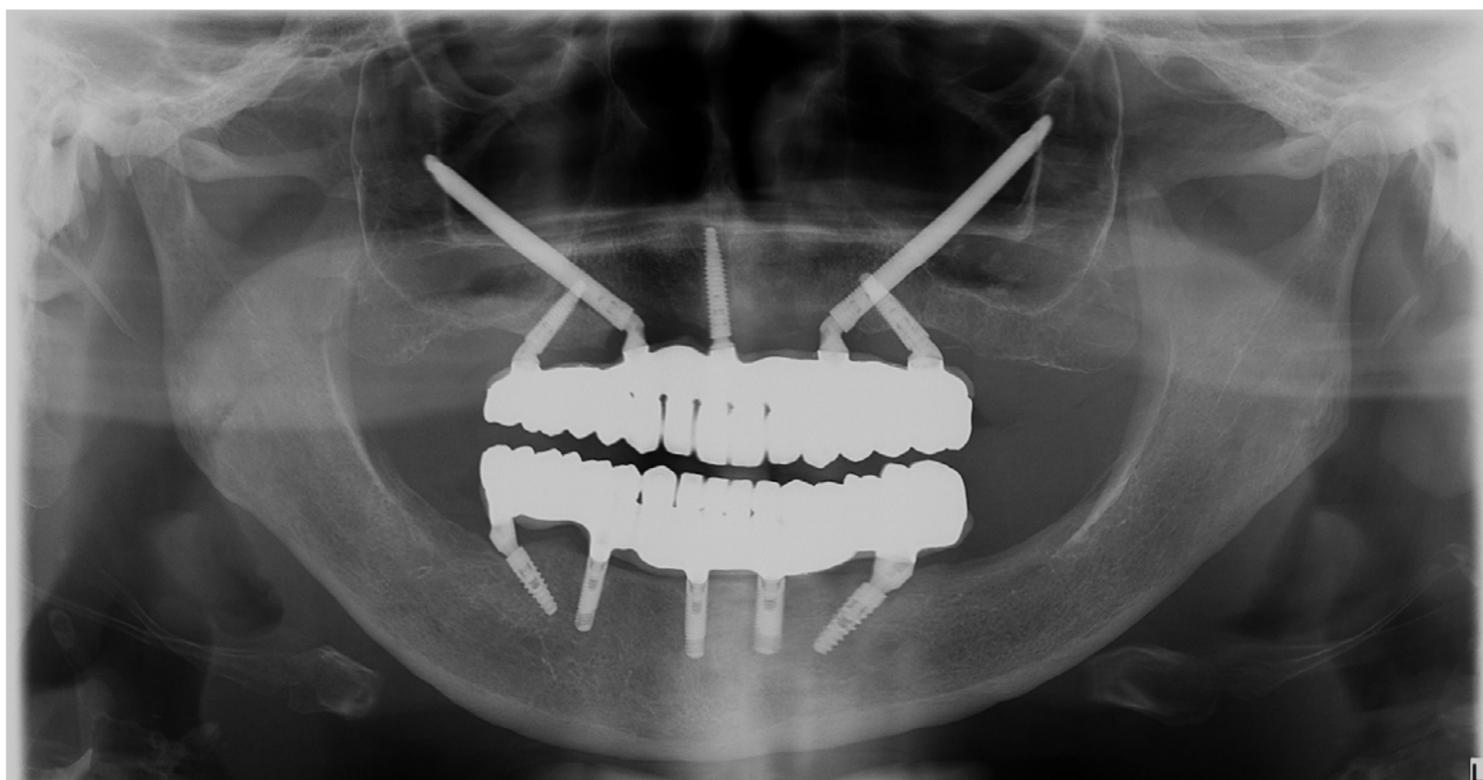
Radiografía panorámica después de la instalación definitiva de la prótesis.
